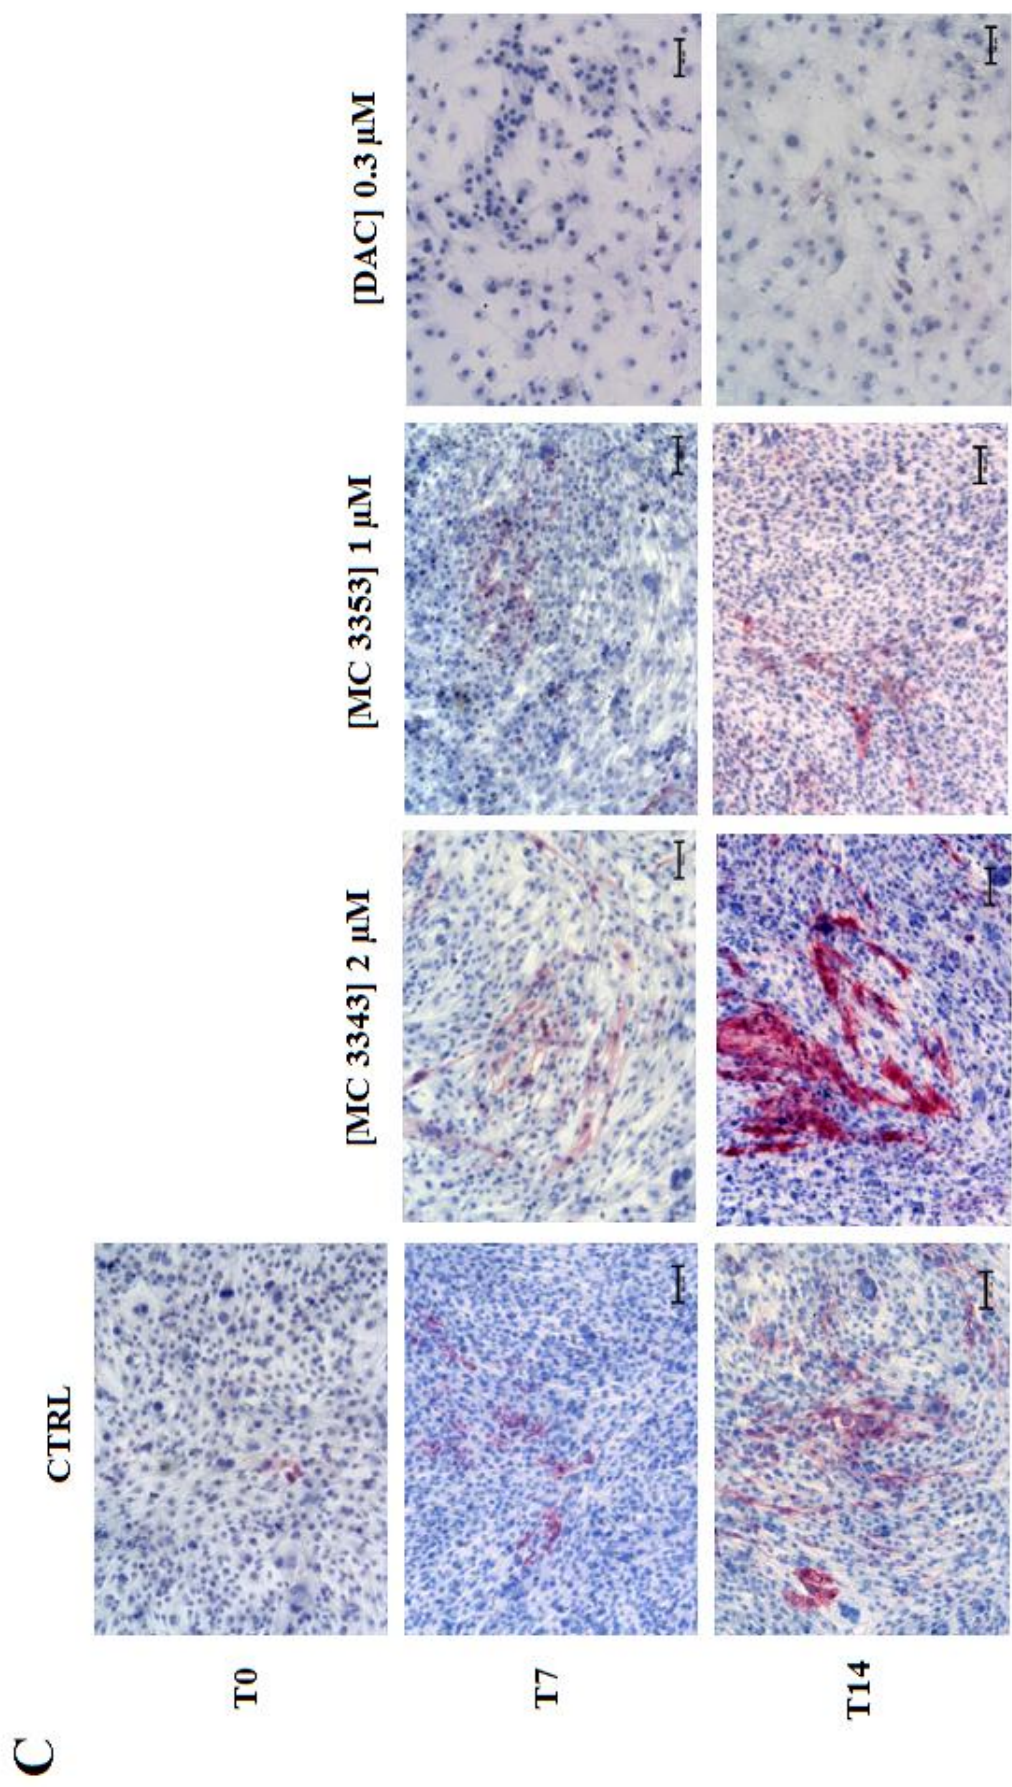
Linea cellulare da PDX OS, crescita in condizioni differenzianti. (A) Vitalità cellulare durante i 21 giorni di differenziamento (trypan blu). (B) Marcatori di differenziamento osteoblastico in qRT-PCR. L'espressione relativa dell'mRNA è stata calibrata su cellule non trattate (CTR) per ogni tempo ($2^{-\Delta\Delta CT} = 1$). (C) Test di attività della fosfatasi alcalina. La colorazione viola è indicativa del pigmento precipitato in corrispondenza dei siti di attività enzimatica. Le microfotografie sono state acquisite ad un ingrandimento di 20X, le barre di scala indicano 100 μm. I dati provengono da un esperimento rappresentativo di 2 esperimenti indipendenti.
